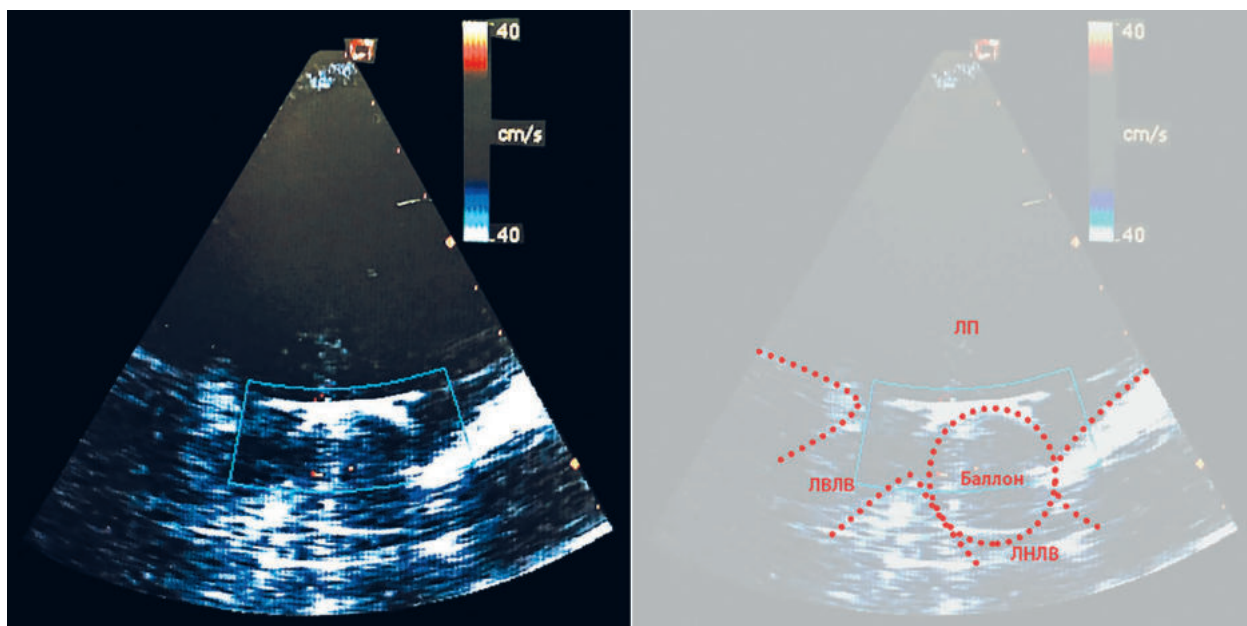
Контроль окклюзии левой верхней легочной вены криобаллоном при помощи внутрисердечной эхокардиографии с цветным доплеровским картированием
